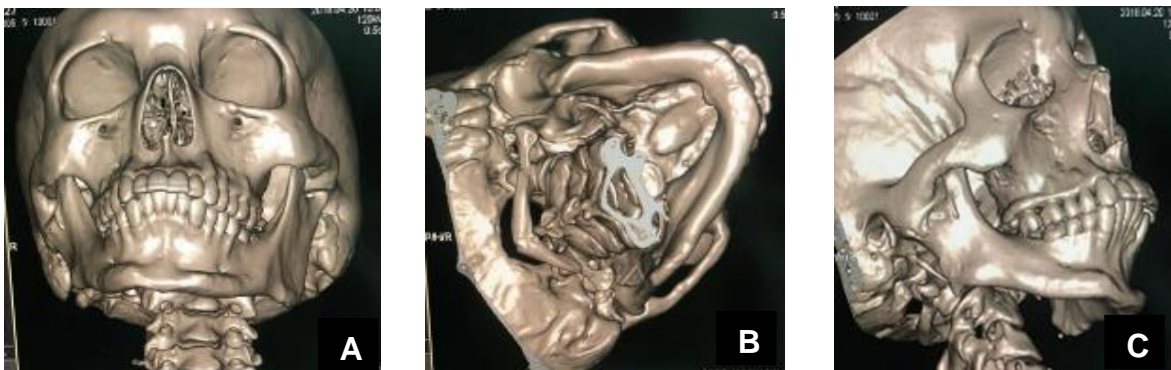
A) Tomografia computadorizada mostrou imagens sugestivas de adesão óssea anormal na região da ATM direita. Sendo o diagnóstico anquilose óssea da articulação temporomandibular direita. B) Tomografia computadorizada visão inferior mostrando sugestão de adesão óssea na região da articulação temporomandibular, desvio mandibular para direita. C) Tomografia computadorizada ângulo direito.
